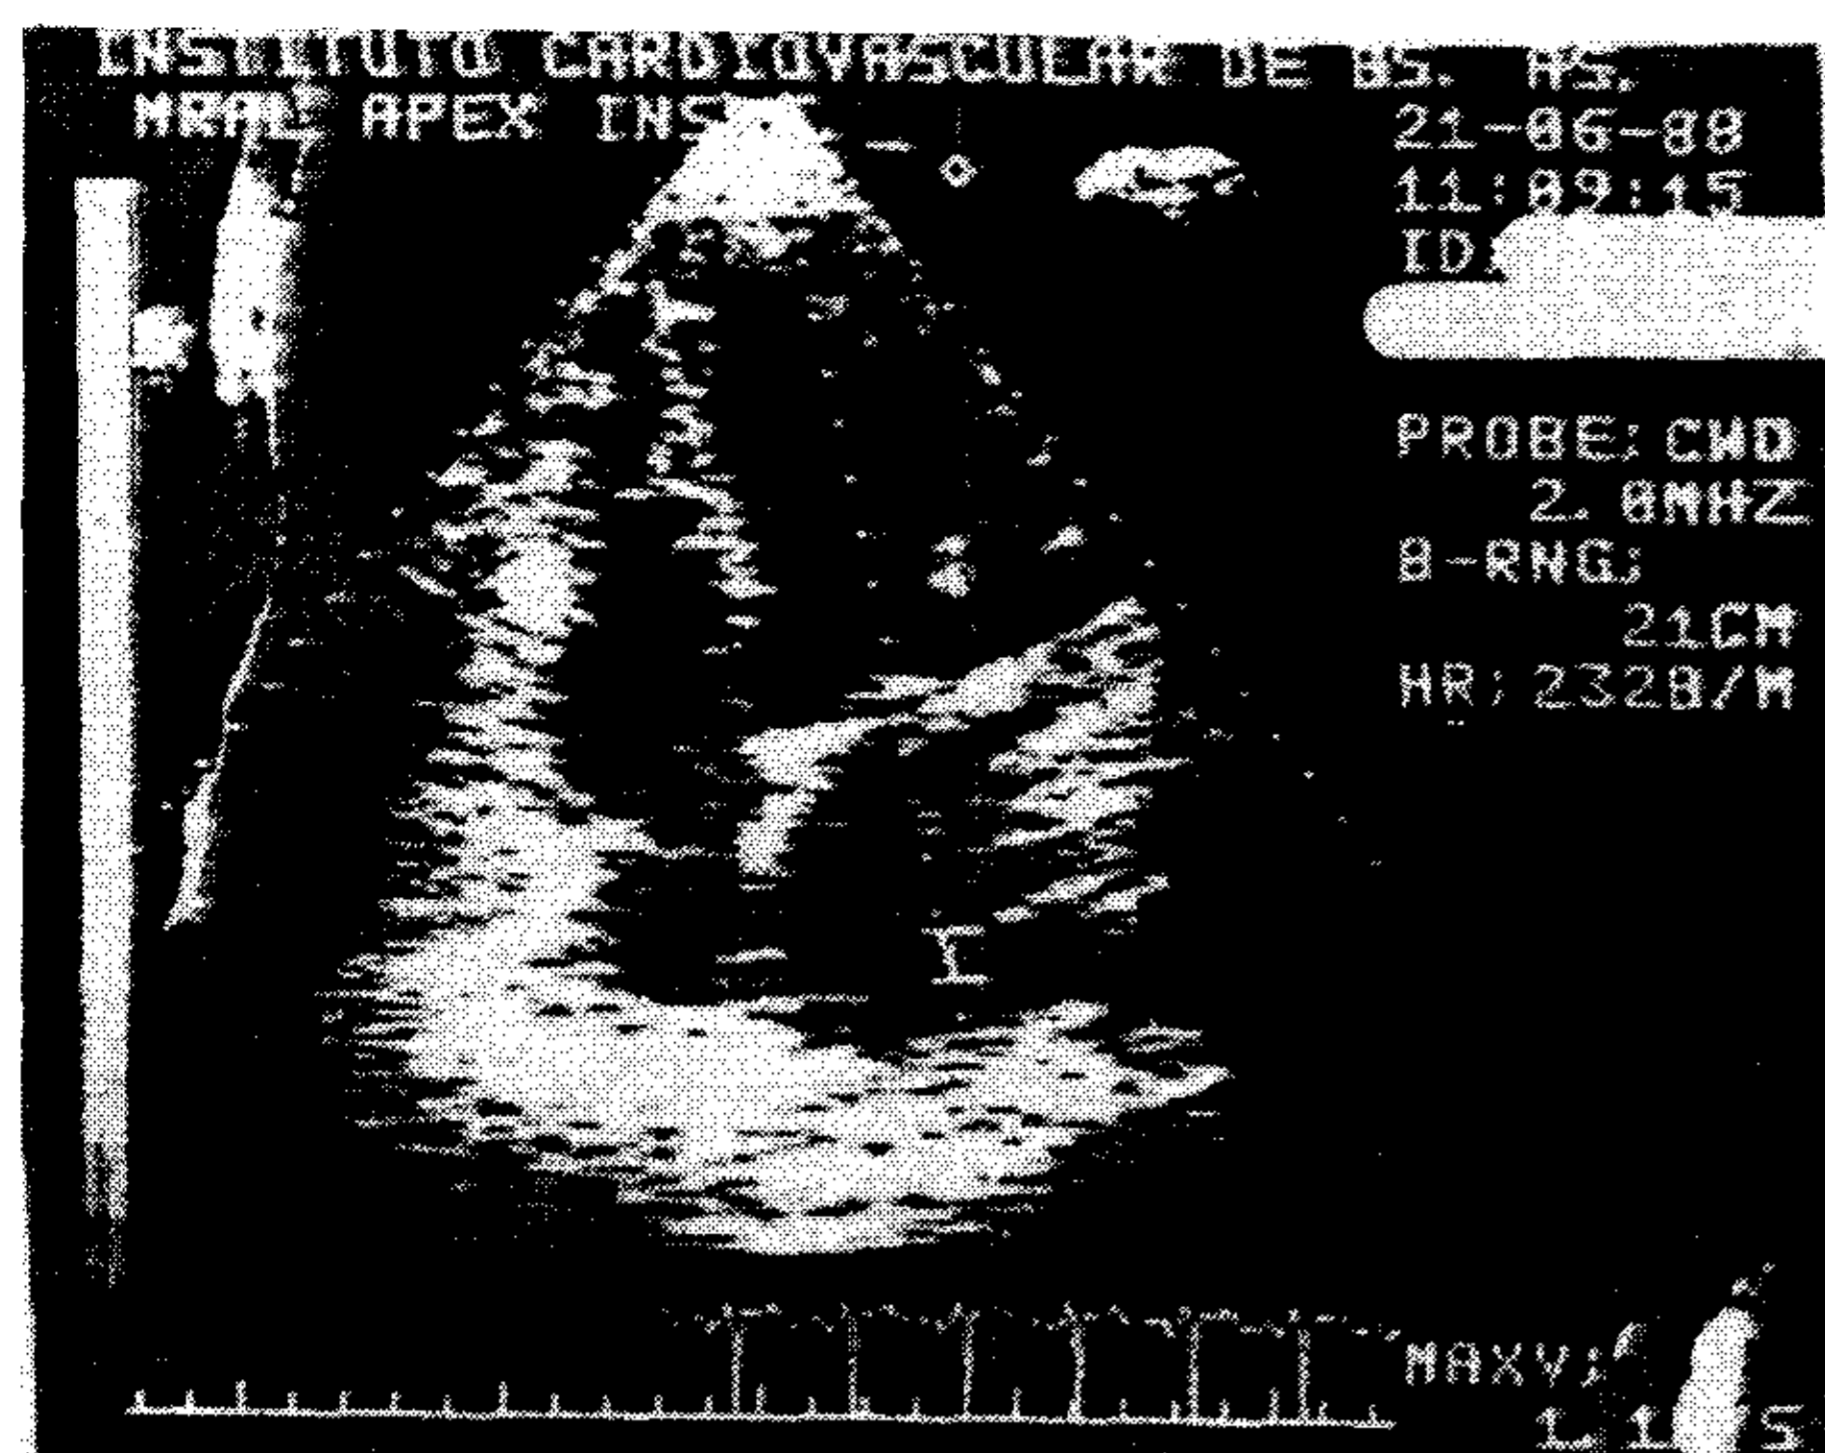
Nos muestra una imagen de eco 2D en cuatro cámaras con el haz de ultrasonido atravesando el centro de la válvula mitral y el volumen de muestreo de Doppler pulsado cercano a la pared posterior de aurícula izquierda. Cuando en ese lugar se continúa registrando la señal de regurgitación, puede afirmarse casi con seguridad la presencia de insuficiencia mitral severa. Existen equipos que permiten visualizar la imagen de eco 2D y las de Doppler simultáneamente.
